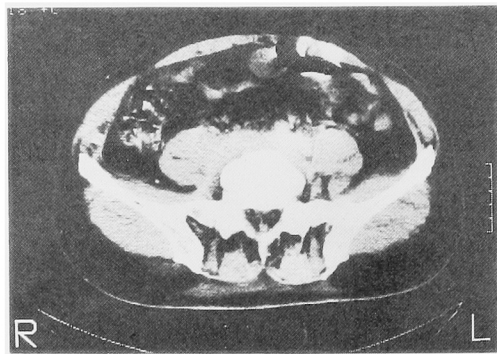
Case 1. CT scan at S<sub>1</sub> reveals soft tissue mass.
